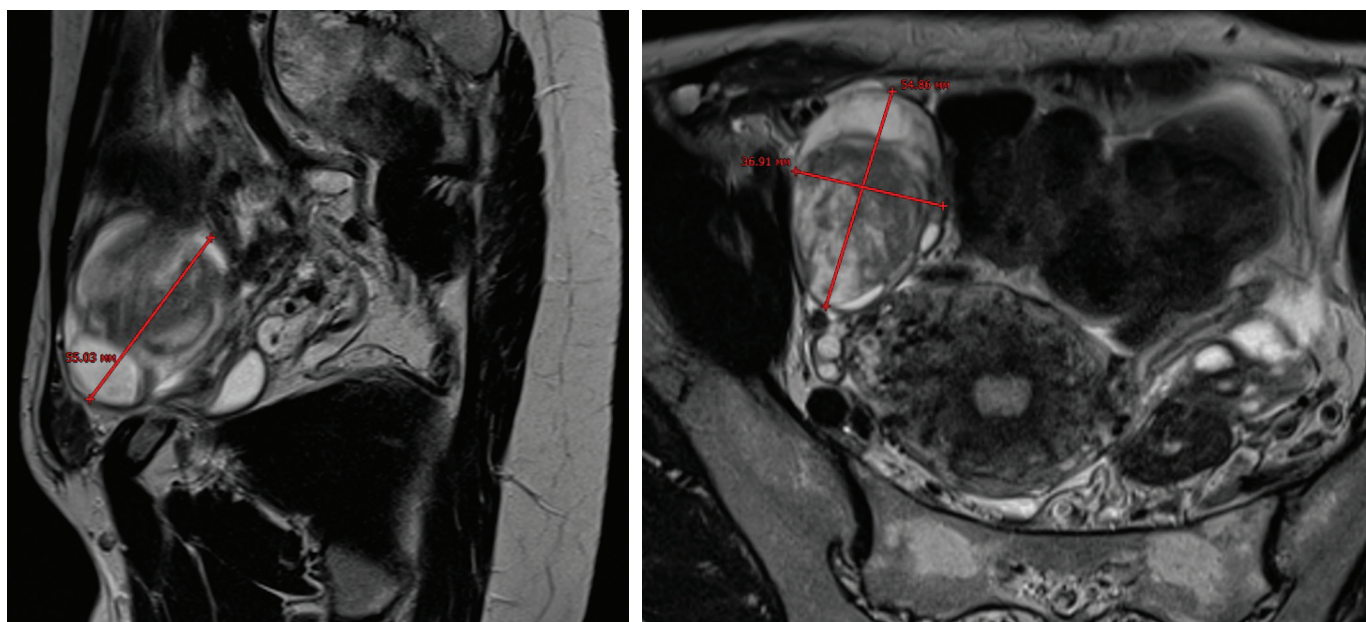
МРТ-картина образования в правой подвздошной области: А – сагиттальный срез; Б – аксиальный срез. Мультикистозное образование $5.5 \times 3.7 \times 5.5$ см, накапливающее контрастный препарат, с толстой оболочкой, прикрывает собой глубокое паховое кольцо. Круглая связка матки сливается с образованием
